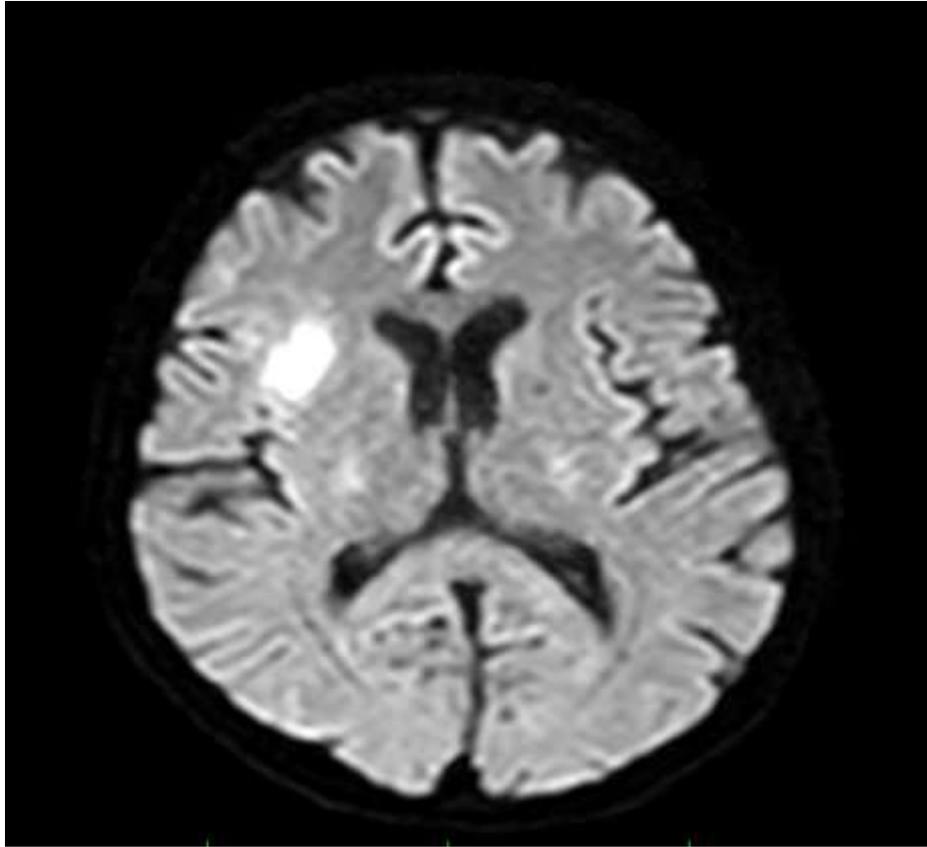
МРТ головного мозга пациента Л.
